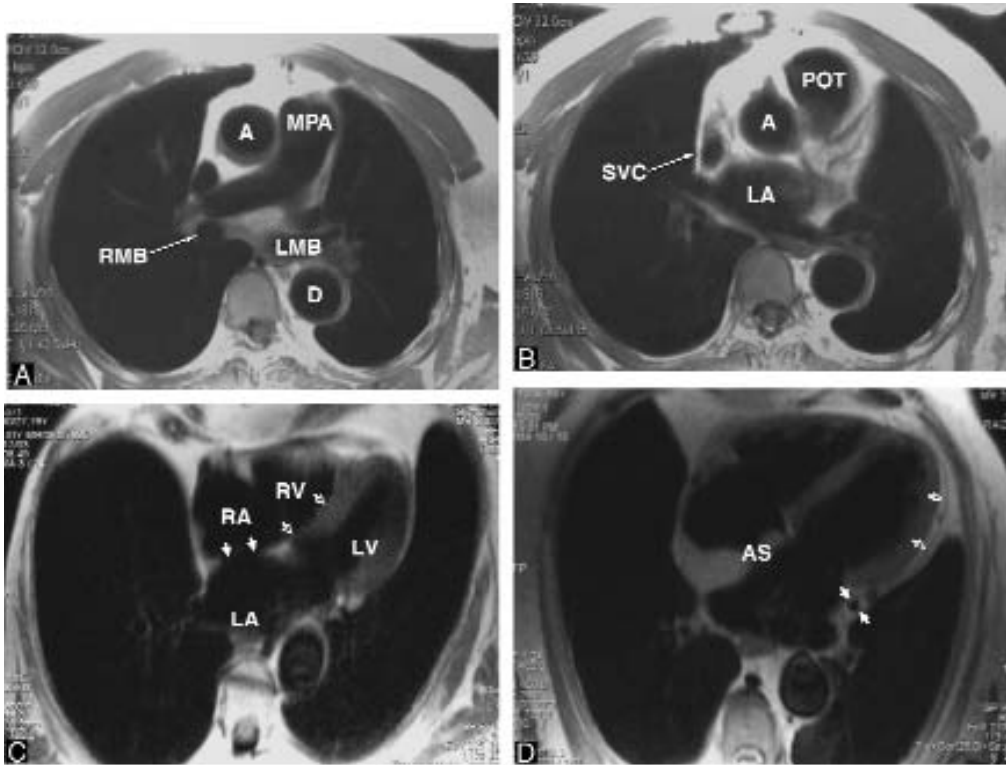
Resonancia magnética del tórax y del corazón. Éstas son imágenes de “sangre negra” en las que la sangre que fluye aparece de color negro. Esto puede obtenerse mediante una técnica eco de espín ponderada en T1 o con una técnica eco de espín rápido de disparo único, con un pulso de inversión doble. Al utilizar cualquiera de estas secuencias la grasa es blanca (señal aumentada), la sangre, el aire y el calcio son negros (sin señal) y los músculos y las fascias son grises (señal intermedia). Las imágenes se obtuvieron sincronizadas con el ciclo cardíaco (gatilladas) para “congelar” el movimiento del corazón y permitir una medición más precisa del tamaño de las cavidades y del espesor de la pared que con la TC convencional (realizada sin gatillado cardíaco).
